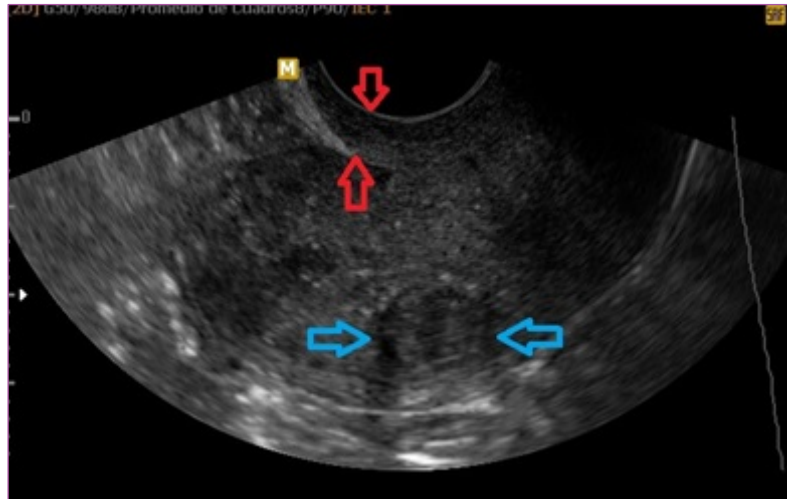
ECOGRAFÍA TRANSRECTAL. CORTE SAGITAL DE UN ÚTERO EN ANTEVERSO FLEXIÓN (AVF). LA IMAGEN ES LA MISMA QUE SE OBTIENE POR VÍA TRANSVAGINAL, SALVO QUE LA DISTANCIA ENTRE EL TRANSDUCTOR Y LA PARED ANTERIOR DEL ÚTERO ES MAYOR, DEBIDO A QUE ENTRE AMBOS SE ENCUENTRA LA VAGINA, CON APOSICIÓN DE SUS PAREDES ANTERIOR Y POSTERIOR (SEÑALADA ENTRE FLECHAS ROJAS). EN PARED POSTERIOR SE INSINÚA UN NÚCLEO MIOMATOSO INTRAMURAL (SEÑALADO ENTRE FLECHAS TURQUESA)
